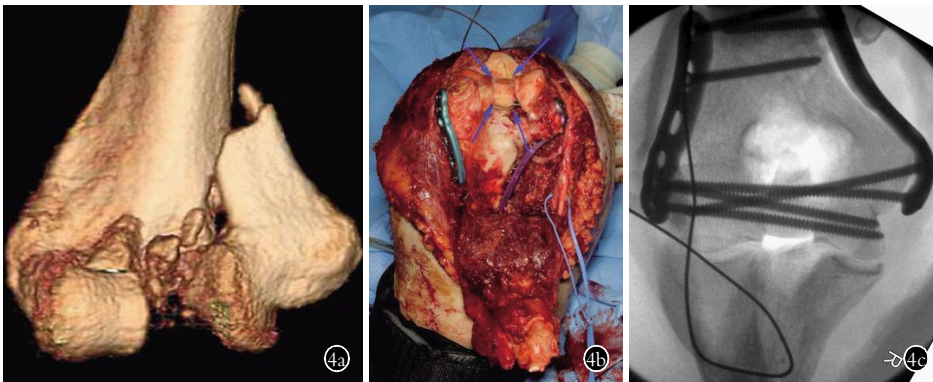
肘关节肱骨远端关节面中央部分粉碎骨折 4a. 三维 CT 重建显示中央部分粉碎，若没有认识到这一点，可能会出现肱骨远端内外侧过度加压 4b. 术中照片显示在粉碎部位进行结构性植骨(箭头所示) 4c. 术中透视显示植骨骨块
